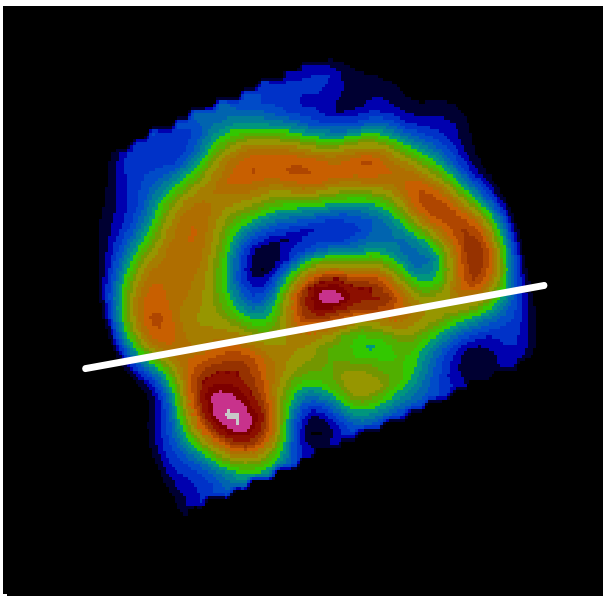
Imagen de SPECT cerebral según cortes siguiendo el eje sagital. En la imagen está definido el eje occipitofrontal a partir del cual se determinan los planos transversales. Este eje es equivalente al intercomisural de la RMN.
